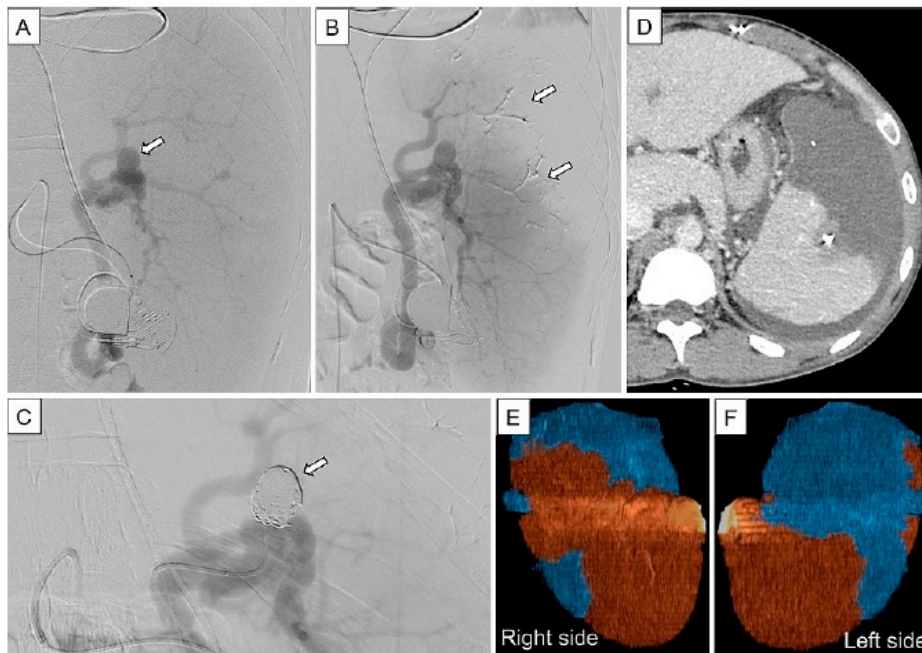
Selective angiography of a splenic artery during partial splenic artery embolization (PSE) (A and B) and aneurysm embolization (C). Contrast-enhanced computed tomography (CT) after the embolization (D, E, and F). A: Angiography before PSE. The white arrow indicates a splenic artery aneurysm. B: Angiography after PSE. White arrows indicate an embolized artery with N-butyl-2-cyanoacrylate. C: Angiography after the aneurysm embolization. White arrow indicates packed coils into the aneurysm. D: In an axial CT image, a partial infarcted spleen was seen. E, F: A 3-dimensional reconstructed CT image of the spleen (right side and left side). The blue area indicates an infarcted area, and the red area indicates an intact area. Volumetry revealed an infarcted area of 563 mL and an intact area of 956 mL, suggesting an infarct affecting 37% of the spleen.
